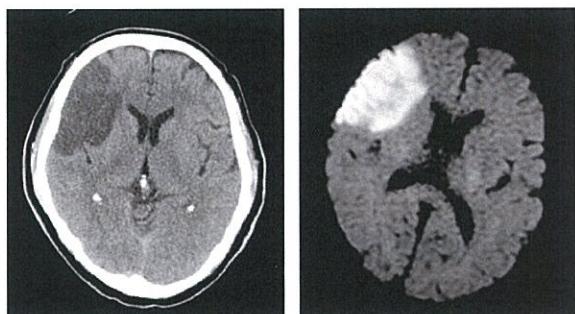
来院時頭部 CT 検査（左）、MRI Diffusion（右）
